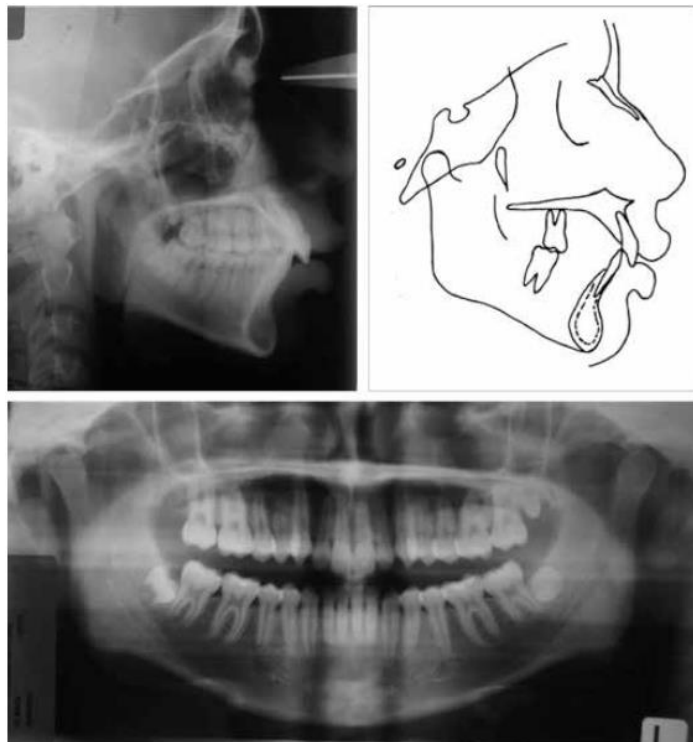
Radiografías lateral y panorámica.
